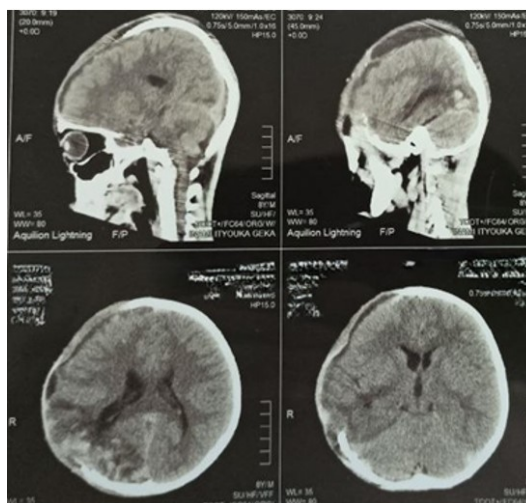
МСКТ снимок после краниотомии.
